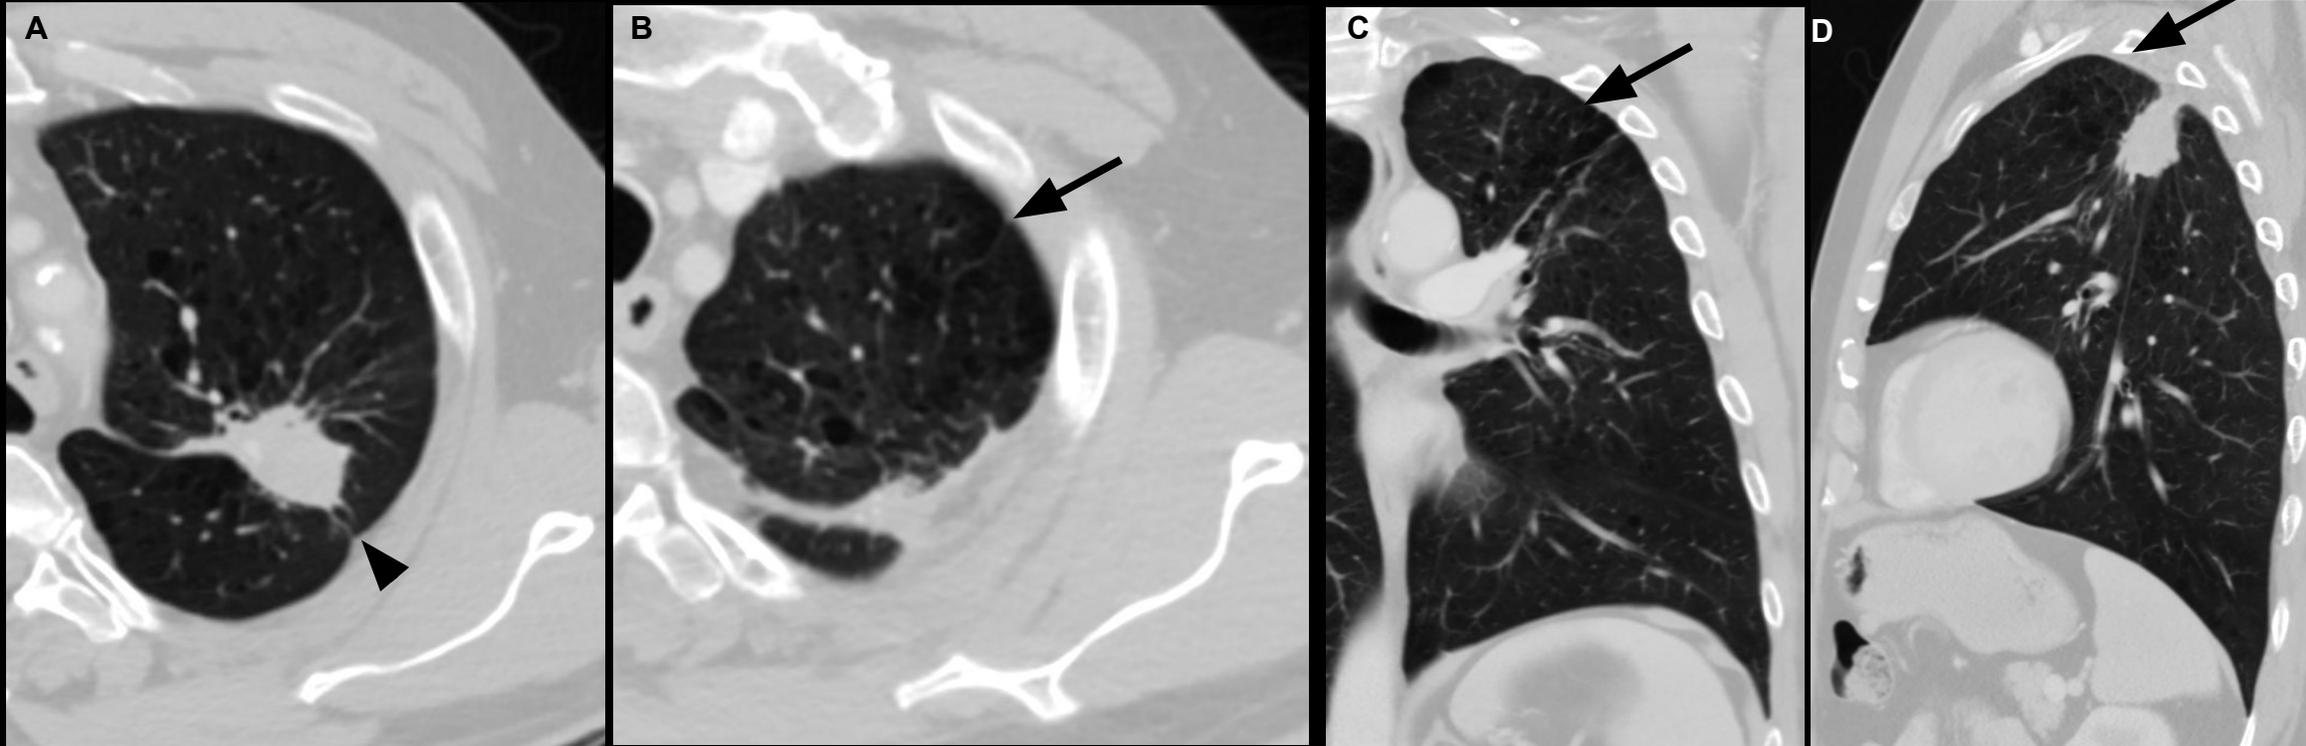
TC de tórax axial en donde se observa (A) masa pulmonar en segmento posterior del LSI (*cabeza de flecha*) que mide 35x29mm con bordes espiculados que contactan con la cisura y superficie pleural. Signos de enfisema paraseptal y centrolobulillar (*flecha*) visualizados en plano (B) axial, (C) coronal y (D) sagital.
